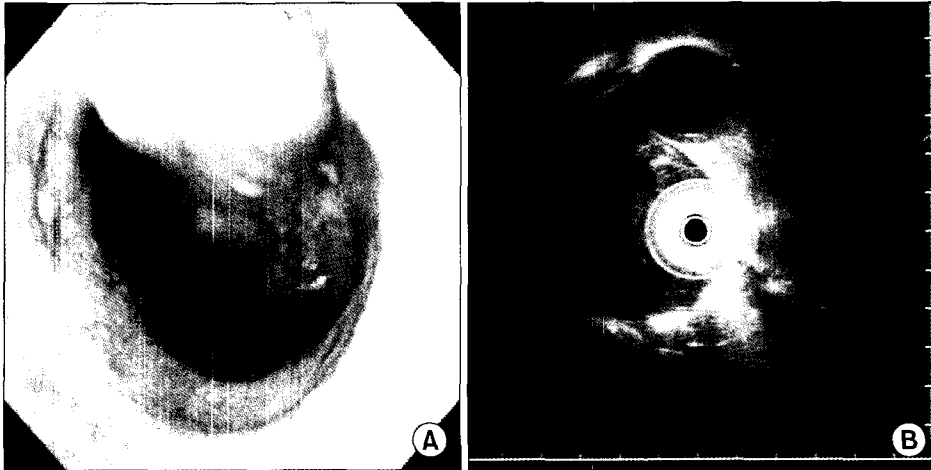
(A) Preoperative endoscopy shows a huge protruding submucosal mass in the lower esophagus. (B) Preoperative endoscopic ultrasonography shows mixed echogenic lobulating mass at the muscularis propria surrounding the whole circumference of the esophagus.
